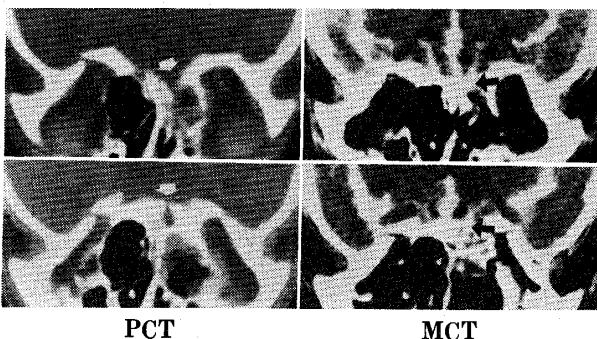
metrizamide の髄腔内注入前後の CT : PCT で見られる骨折部位(白矢印)より MCT により明らかな造影剤の流出(黒矢印)が認められる。
